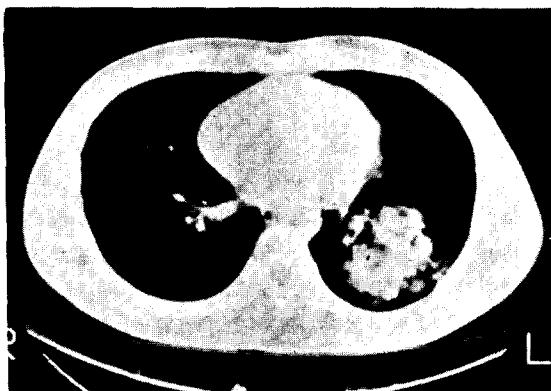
preoperative Computerized Tomography. Left lower lobe level
